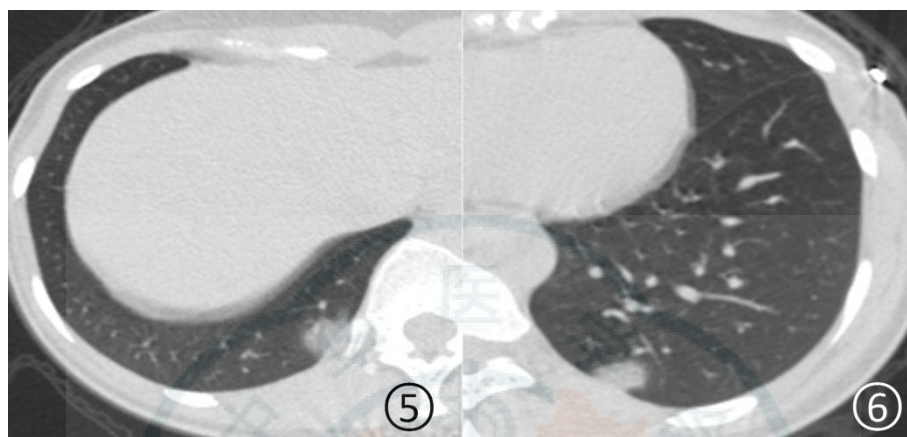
6 女, 32 岁, 无发热。CT 平扫肺窗显示右肺下叶后段胸膜下(图 5)及左肺下叶后段胸膜下(图 6)小结节影, 周围有晕征
